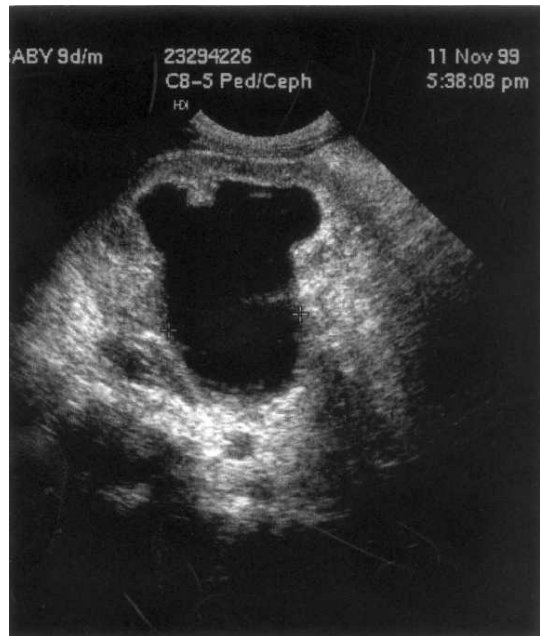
Anteroposterior pelvic diameter was measured at the level of transverse plane of hilum in the renal ultrasonography.
